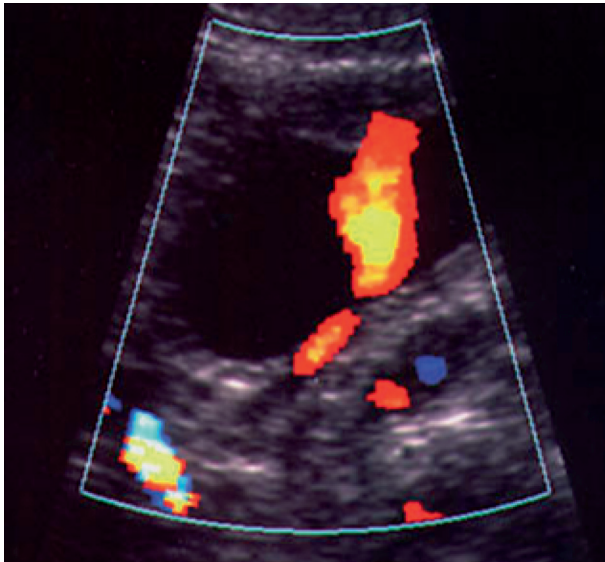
Jet urétéral normal. Doppler couleur. Lorsque les jets sont présents et symétriques en direction et en fréquence, cela témoigne de l'absence d'obstruction urétérale.
